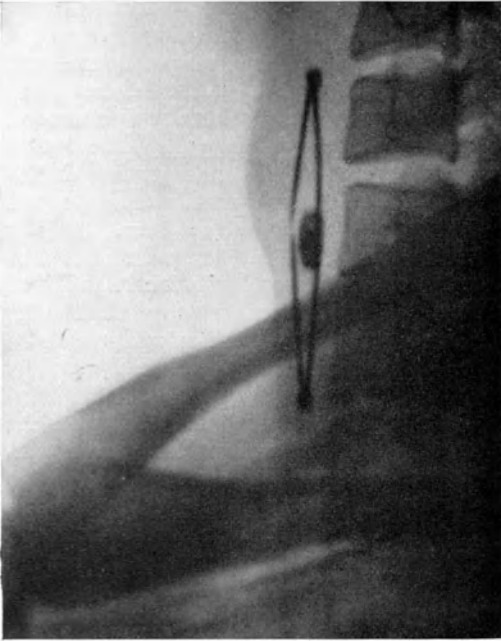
Verschluckter Fremdkörper im Halsteil der Speiseröhre. (Seitliche Röntgenaufnahme.)
